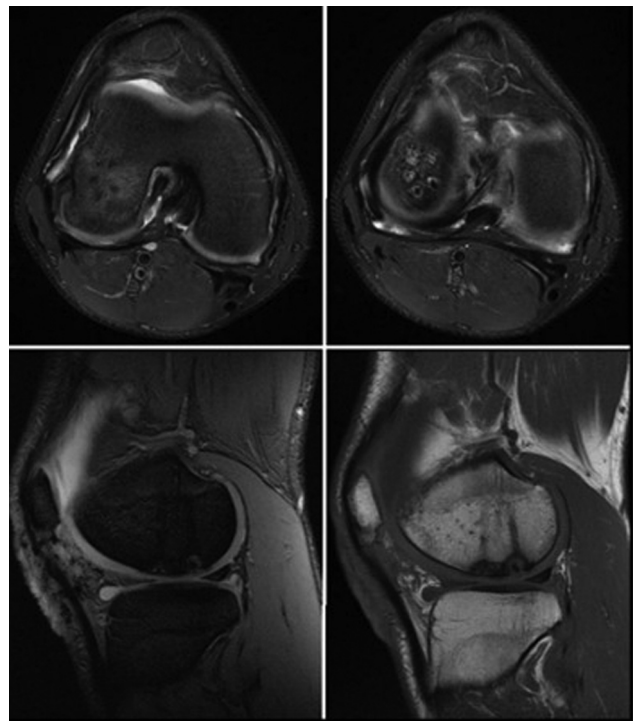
Ressonância magnética 1 ano e 2 meses após a cirurgia.
